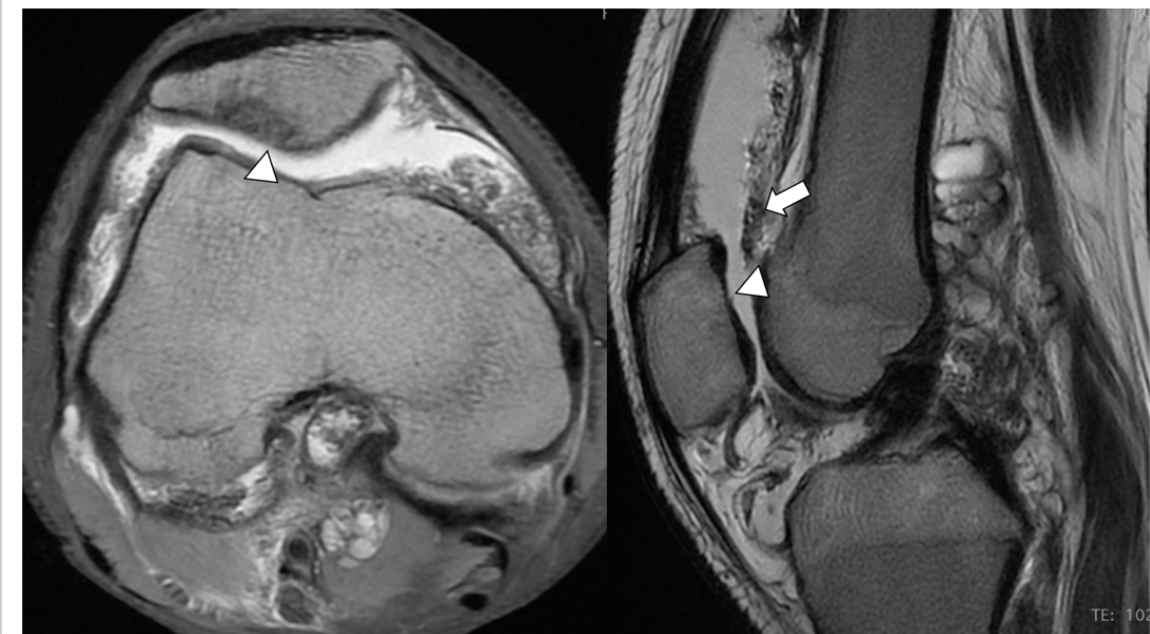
Artropatía hemofílica avanzada. RM secuencias axial DP con supresión grasa y sagital T2. Moderado derrame articular con contenido de baja señal más evidente en T2 compatible con hemosiderina (flecha). Existe además signos de condropatía patelar con adelgazamiento condral (cabeza de flecha). (Gentileza Dr. Gonzalo Corral).
